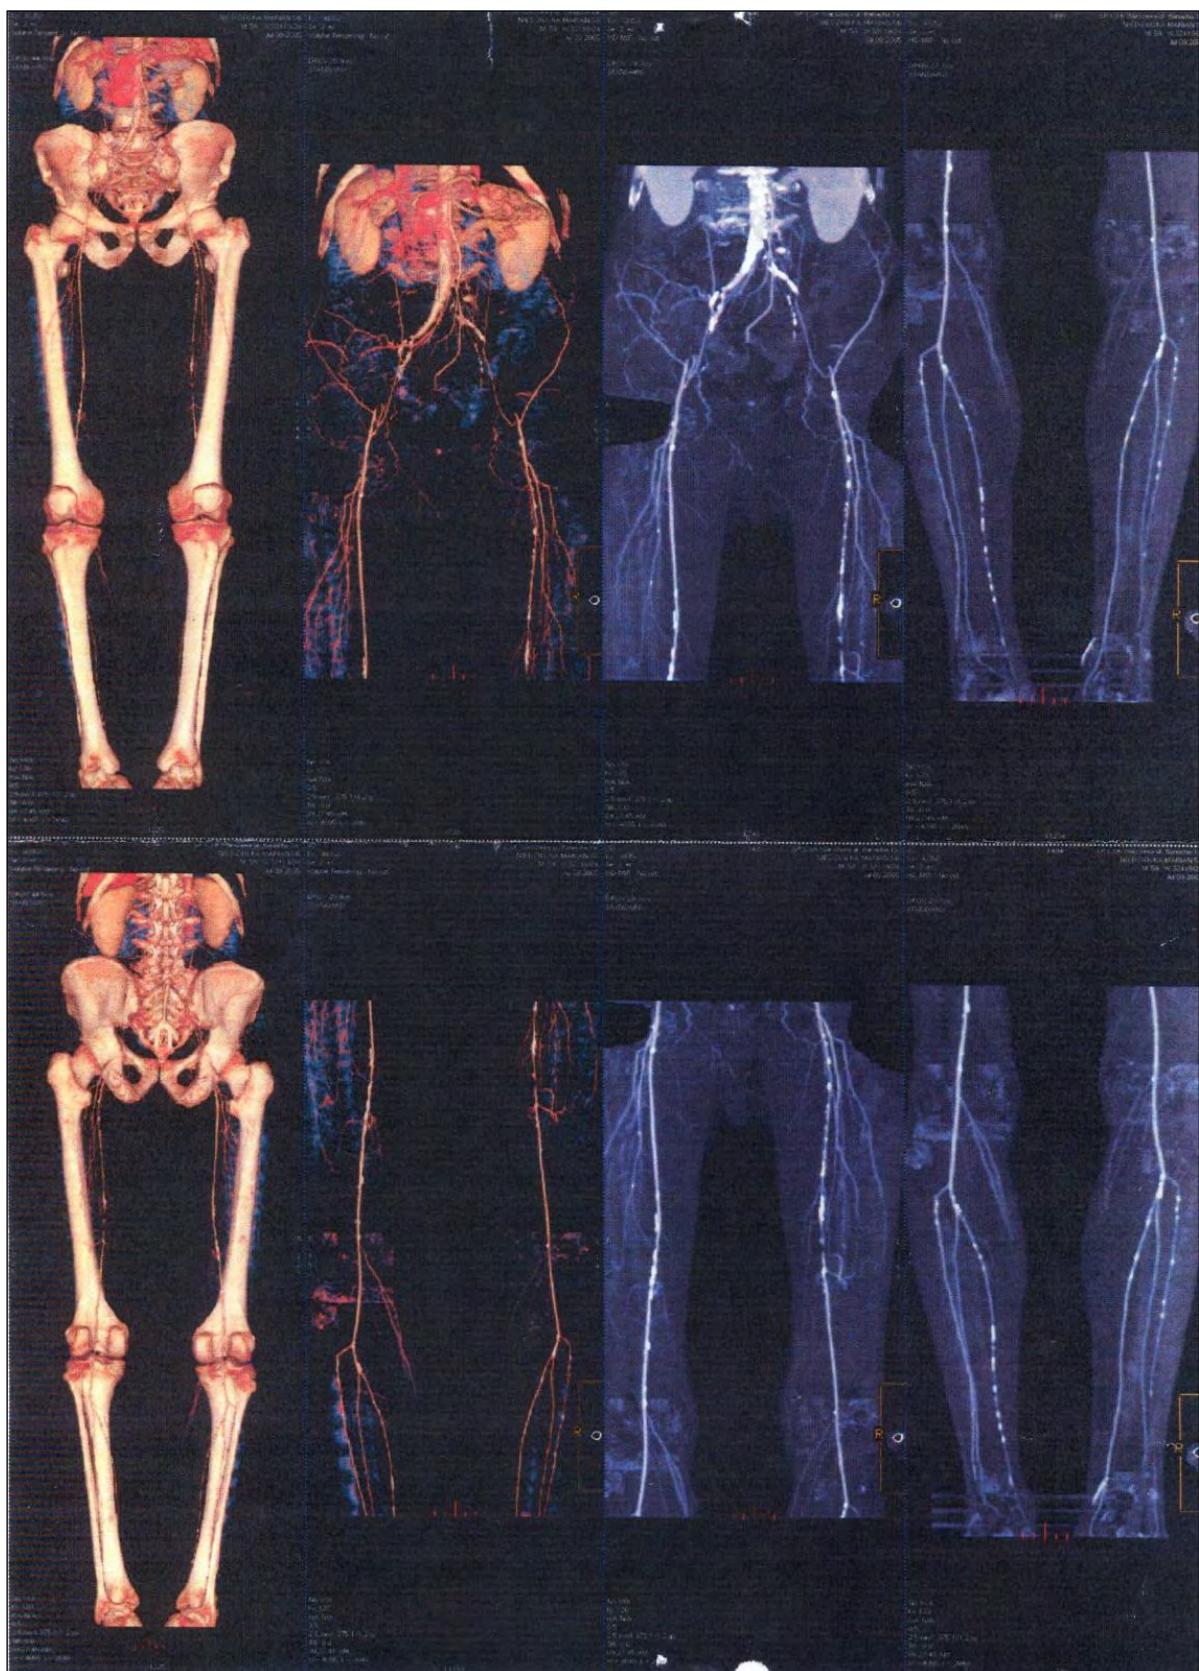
Компьютерная томографическая (слева) и рентгеноконтрастная ангиография артерий таза (вверху) и нижних конечностей (внизу) у пациента W. с облитерирующим эндартериитом.
